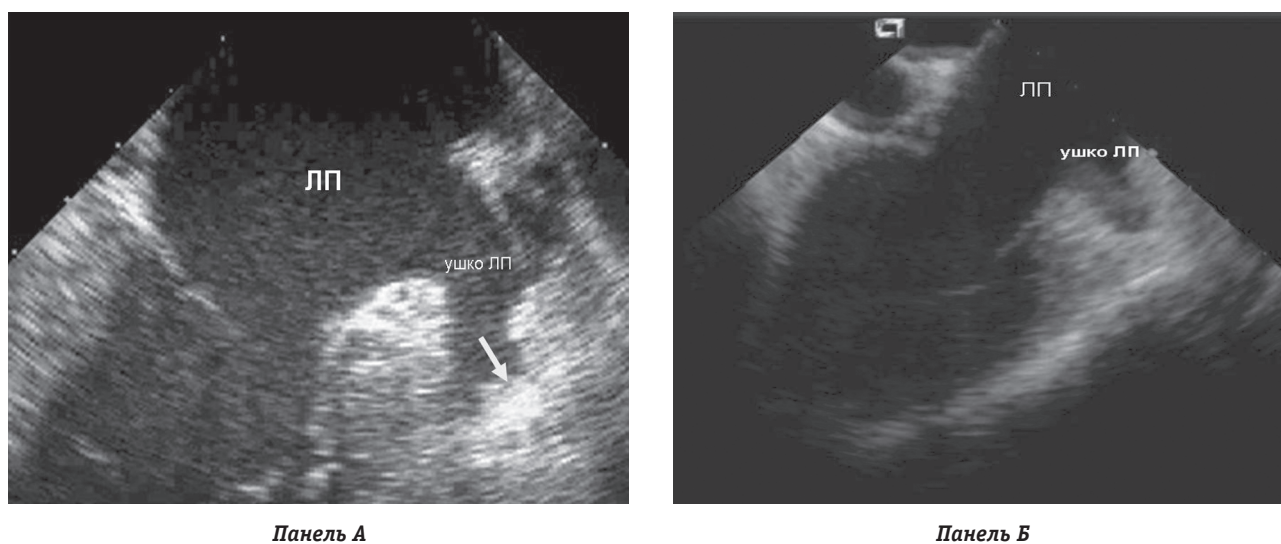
Данные чреспищеводного и внутрисердечного эхокардиографического исследования у пациента П., 49 лет, страдающего персистирующей формой ФП. На панели А представлена визуализация левого предсердия в ходе проведения ЧП ЭхоКГ. В ушке левого предсердия (ЛП) верифицируются признаки тромбообразования (указано стрелкой). На панели Б представлены данные ВС ЭхоКГ, выполненной на следующий день после проведения ЧП ЭхоКГ у этого же больного. Признаки наличия тромба в ушке ЛП отсутствуют. Пациенту была выполнена РЧА ФП. В ходе проведения операции и в послеоперационном периоде осложнения не наблюдались
